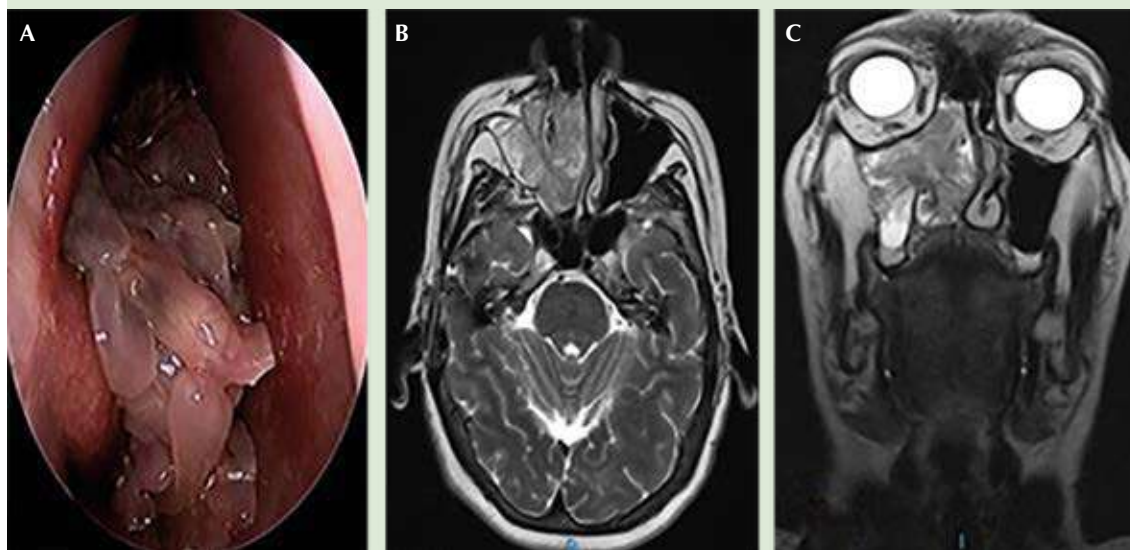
A. Visión directa con lente de 0° de lesión en la cavidad nasal derecha. B y C. Resonancia magnética T2 en corte coronal y axial. Se observa lesión que ocupa el seno maxilar y se extiende hacia la fosa nasal con patrón expansivo.
